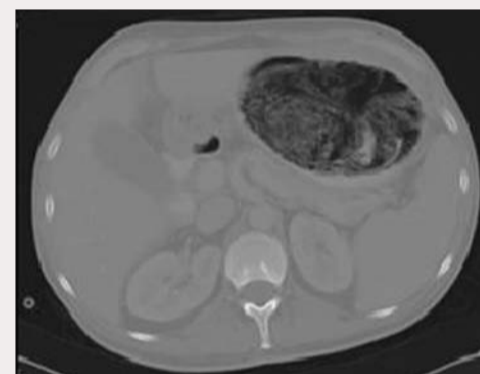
Внутрижелудочный литобезоар на компьютерной томограмме органов брюшной полости
